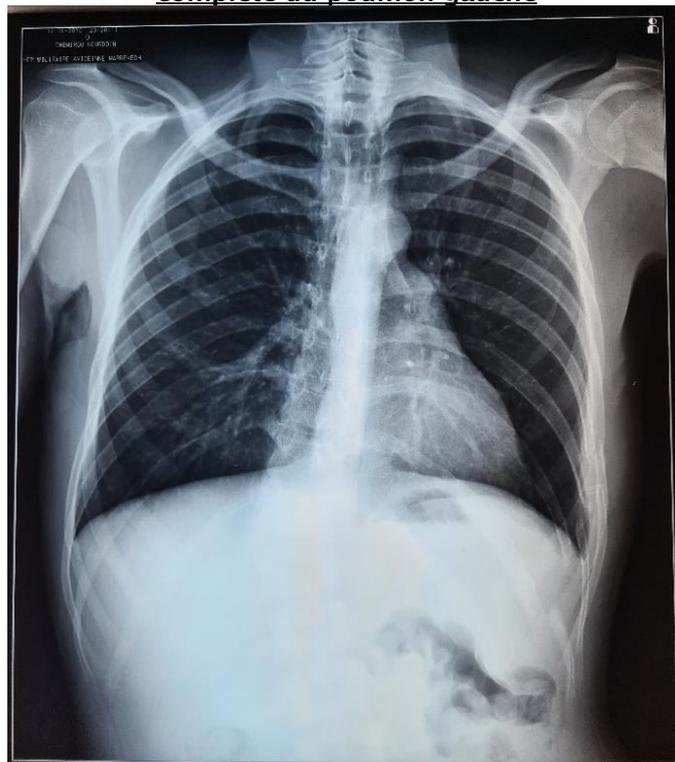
Radiographie thoracique de face de contrôle à J5 post-VATS : bonne ré expansion du parenchyme pulmonaire
